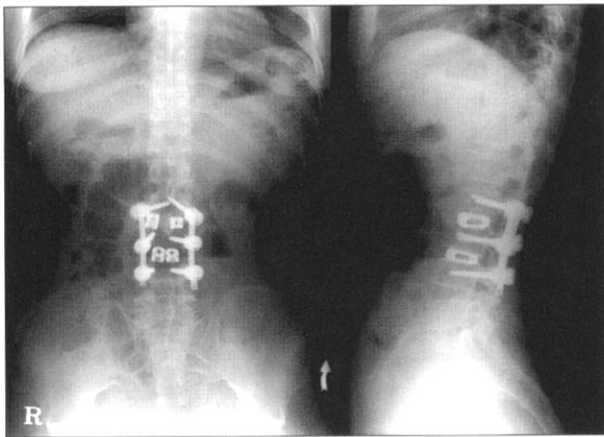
Post-operative antero-posterior and lateral lumbar spine X-ray. Patient have been operated 'posterior decompression and postero-lateral fusion with cage L2-4'. There are no specific findings.
